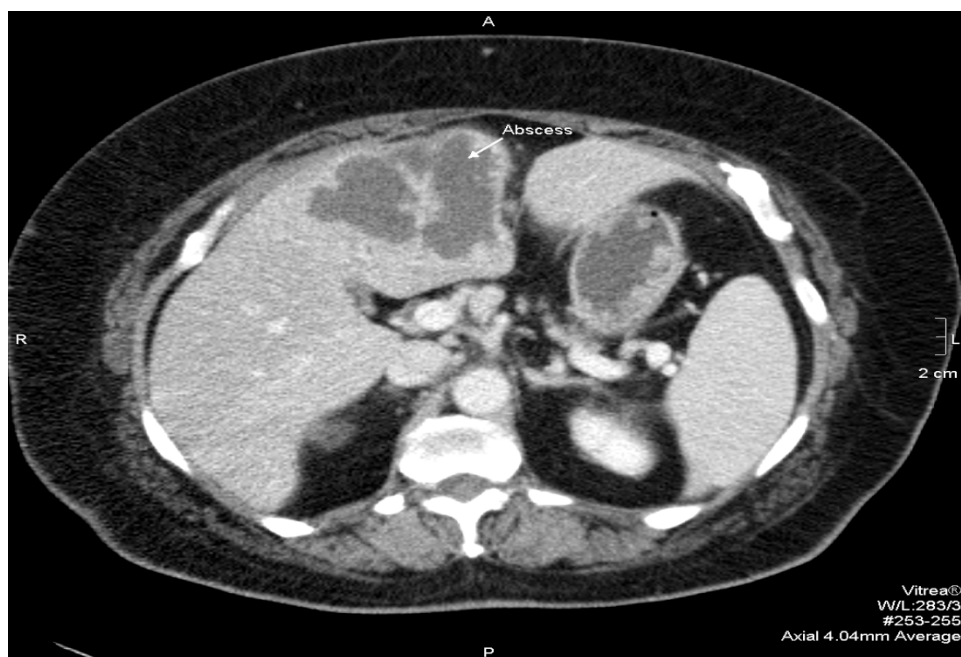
6. Фрагмент КТ абсцесу печінки з капсулою, що формується
